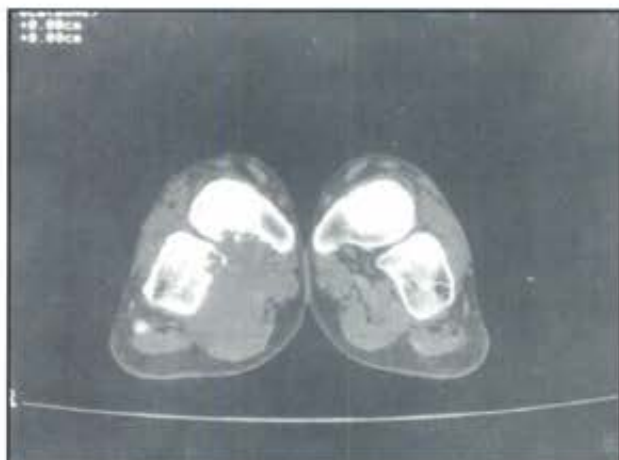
Radiografía axial computada observándose en planta del pie derecho una tenosinovitis nodular localizada de gran tamaño que ha producido erosión por decúbito de las corticales subyacentes.
